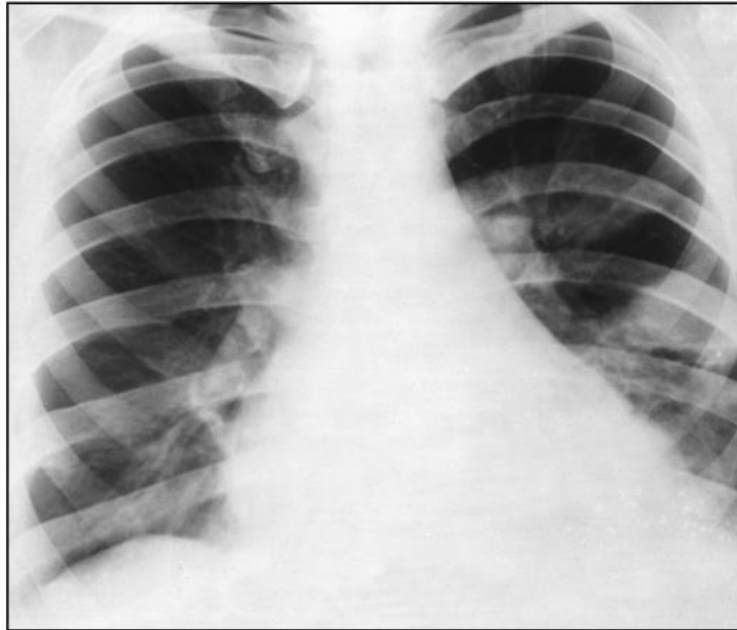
Рентгенограма у прямій проекції. Трикутна конфігурація серця
